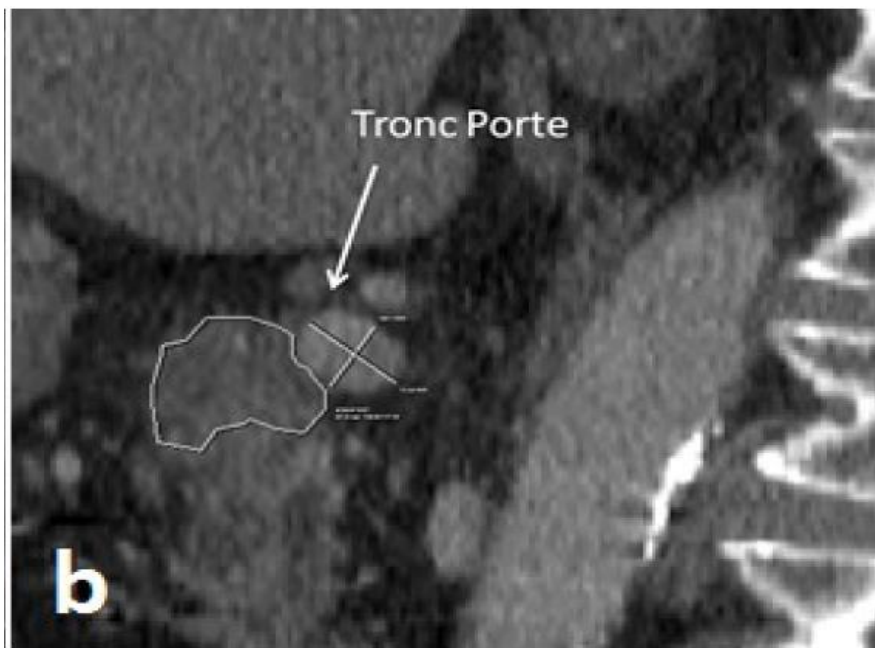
Reconstruction TDM sagittale objectivant le contact d'une tumeur pancréatique avec le tronc porte sur une circonférence de plus de 90°[31].
